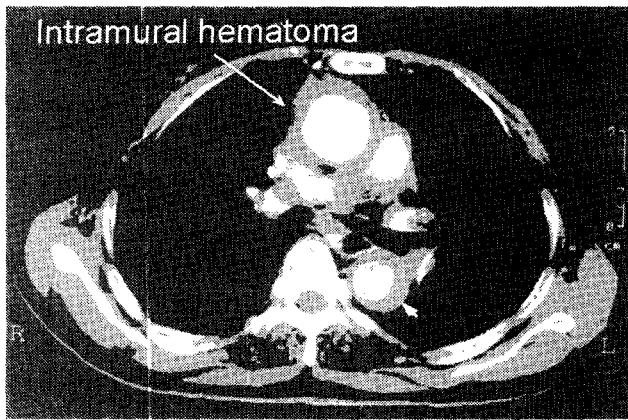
CT findings ; there is crescent hematoma in the aortic wall and neither intimal tear nor false lumen was found
